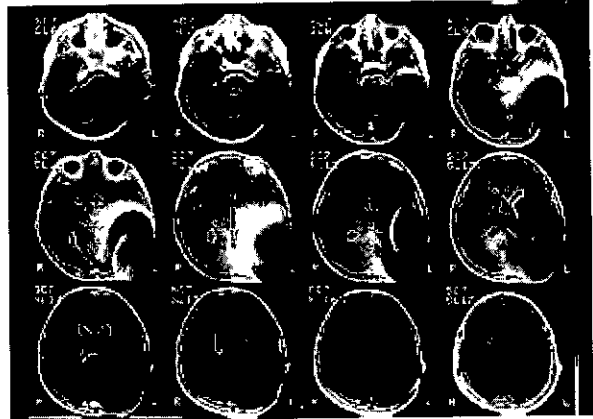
B Imágenes de RM obtenidas con un escáner 1,5T (niño de 8 años)
